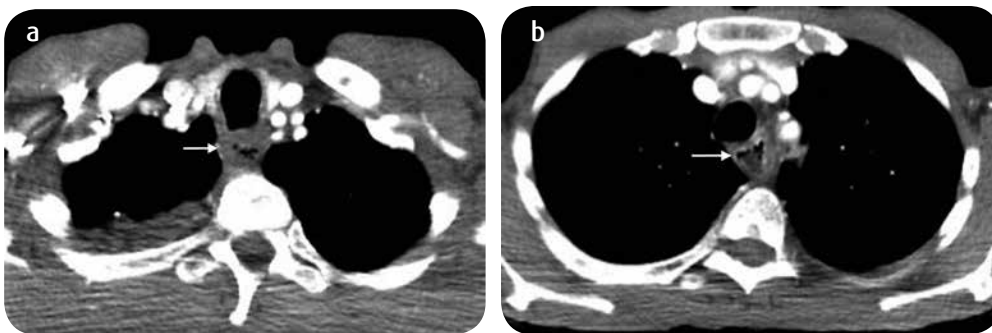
a y b) TC corte axial. Engrosamiento concéntrico de las paredes del esófago proximal relacionado con carcinoma esofágico (flechas).
